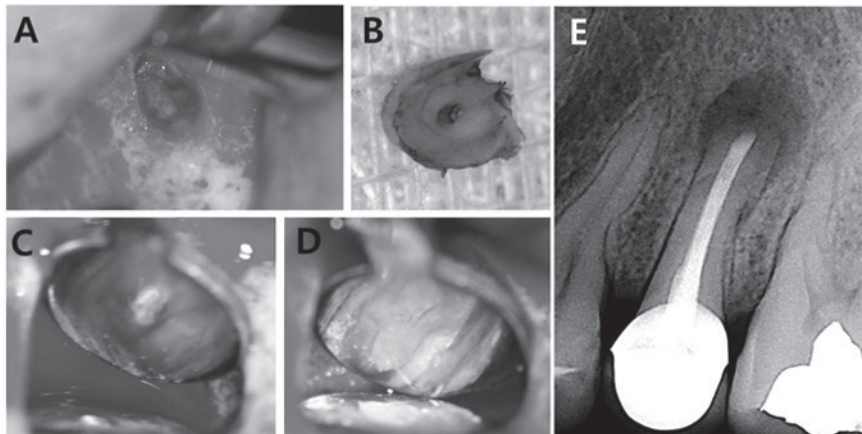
(A) Perforation on buccal bone plate and exposure of root surface after flap elevation. (B,C) Both resected surface showed no obvious cause of failure. (D) Retrograde filling with MTA. (E) Postoperative radiograph.
